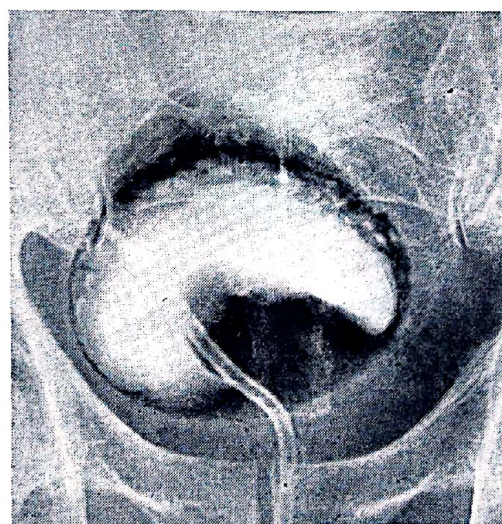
A — hipertrofie de prostată — amprentă netă prostatică la nivelul vezicii; B: 1, 2 — adenom de prostată. C: 1, 2, 3, 4 — adenocarcinom. Dinamica de dezvoltare a tumorii (radiografii la interval de 2 — 3 luni).
